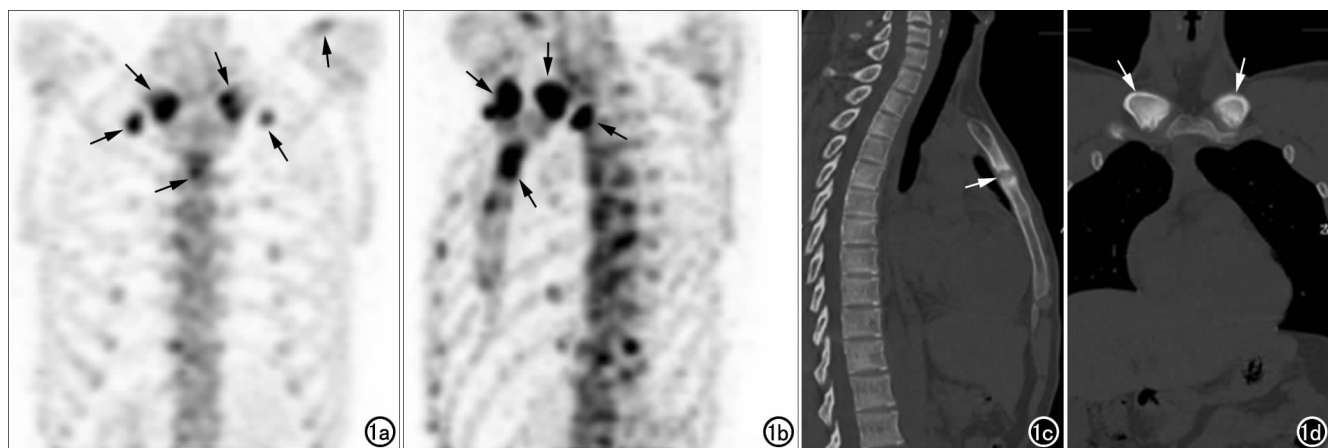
男,18岁。a) ^{99m}Tc -MDP 静态显像正位示左侧肩峰、胸骨柄体连接处、双侧胸锁关节、第1肋骨软骨连接处见放射性浓聚灶(箭); b) ^{99m}Tc -MDP 静态显像侧位示胸骨柄体连接处、双侧胸锁关节、第1肋骨软骨连接处见放射性浓聚灶(箭); c) SPECT/CT 断层融合显像矢状面示胸骨柄体连接处骨皮质毛糙,放射性摄取增高(箭); d) SPECT/CT 断层融合显像冠状面示双侧胸锁关节面骨皮质毛糙,放射性摄取增高(箭)。
